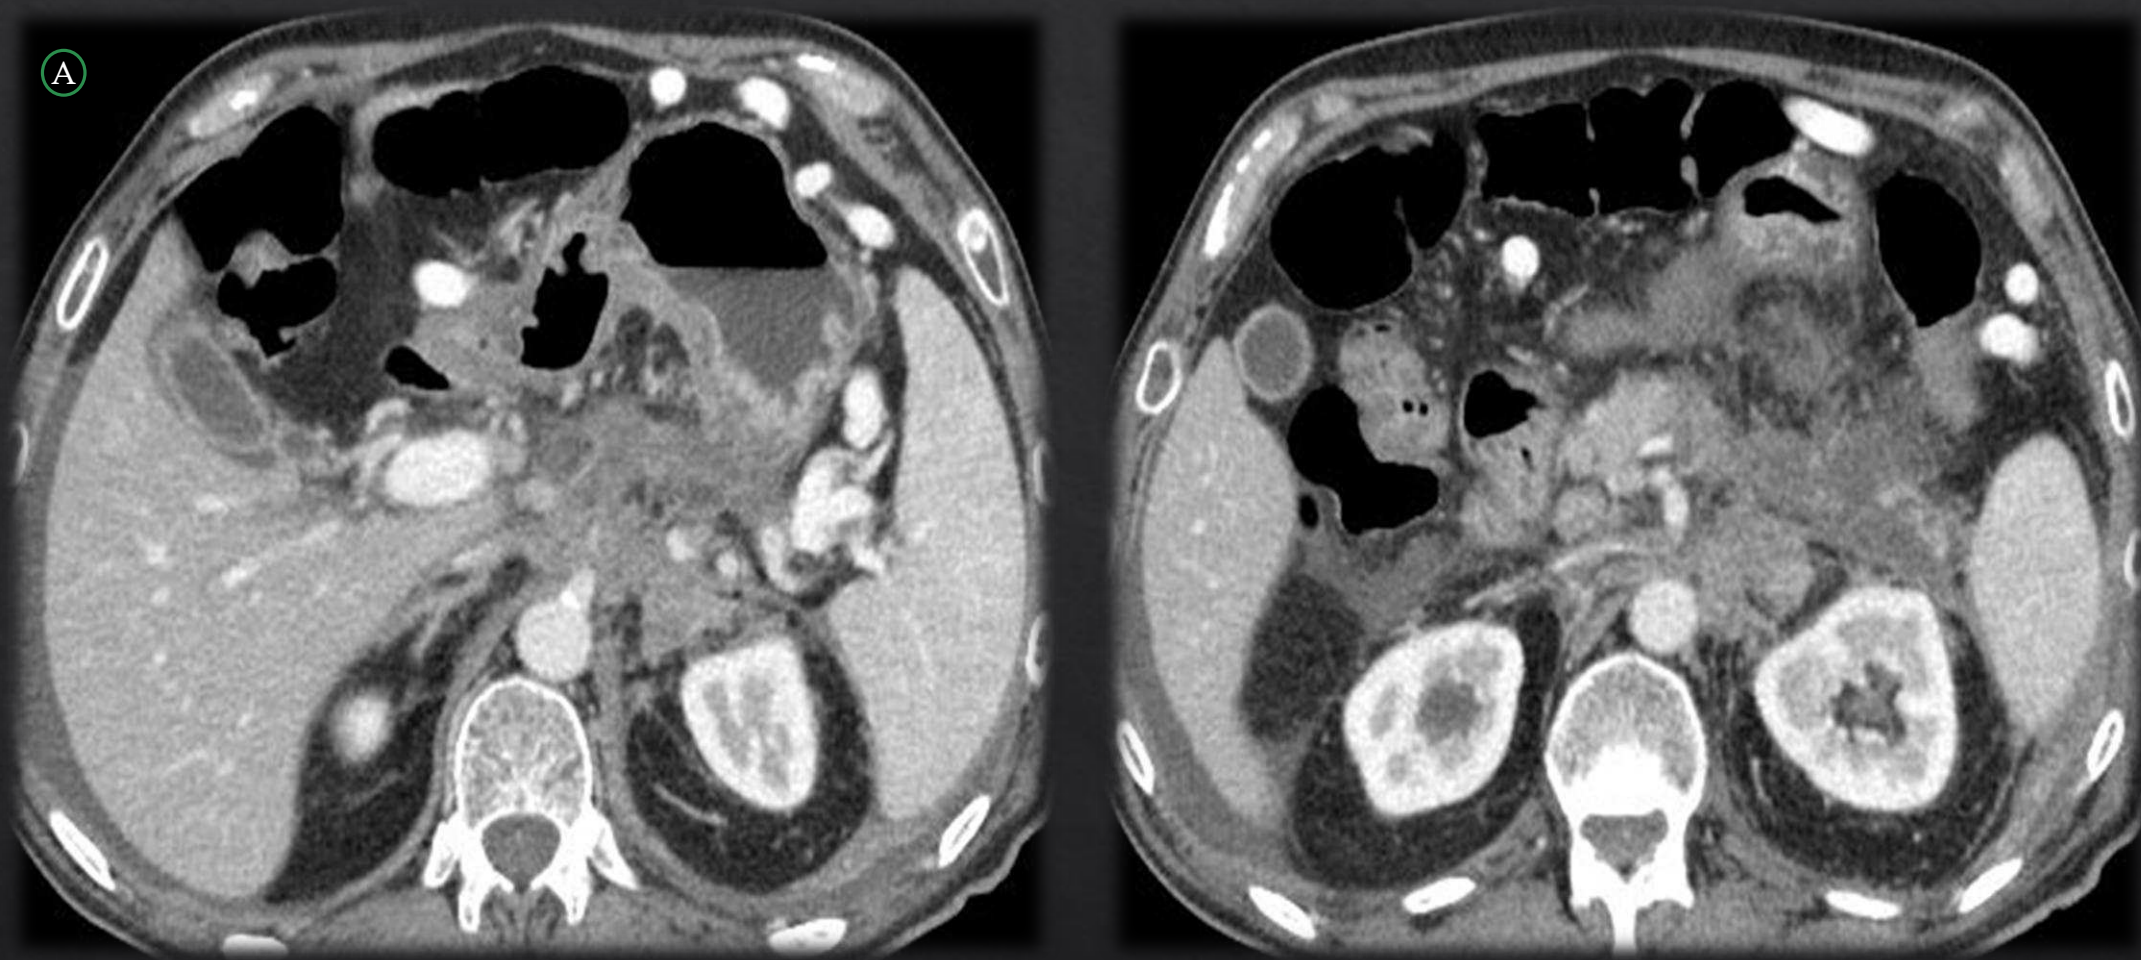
A. TC abdominopélvica con contraste endovenoso en fase portal, presentando dos cortes en plano axial. Marcado aumento de partes blandas a nivel del origen del tronco celíaco respecto, con extensión anterosuperior hacia ligamento gastrohepático y inferiormente hacia espacio pararenal anterior, posterior al páncreas, así como hacia el flanco izquierdo englobando asas de yeyuno que muestran áreas de engrosamiento parietal. Significativa disminución de calibre y afilamiento de la confluencia porto-mesentérica, vena esplénica así como de la venas y arteria renales.
